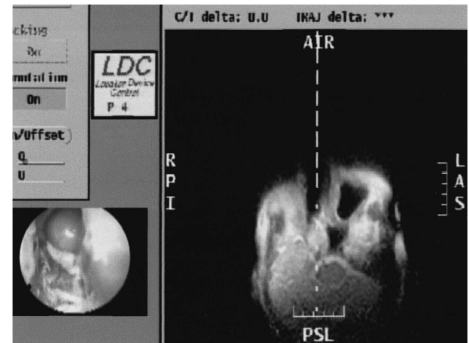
Combined real time MRI and endoscopic images in a case of nasal sinus cyst. MR image was acquired with a single shot fast spin echo sequence.
